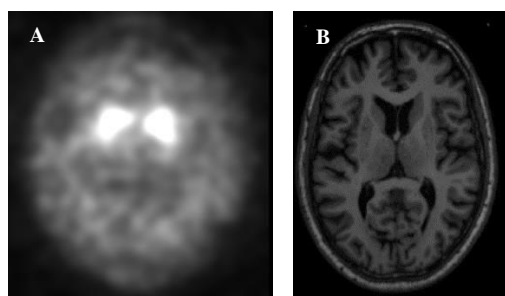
Exemplo de cortes axiais de ^{[123]I}FP-CIT SPECT (A) e RM (B) recolhidos na base de dados PPMI.
